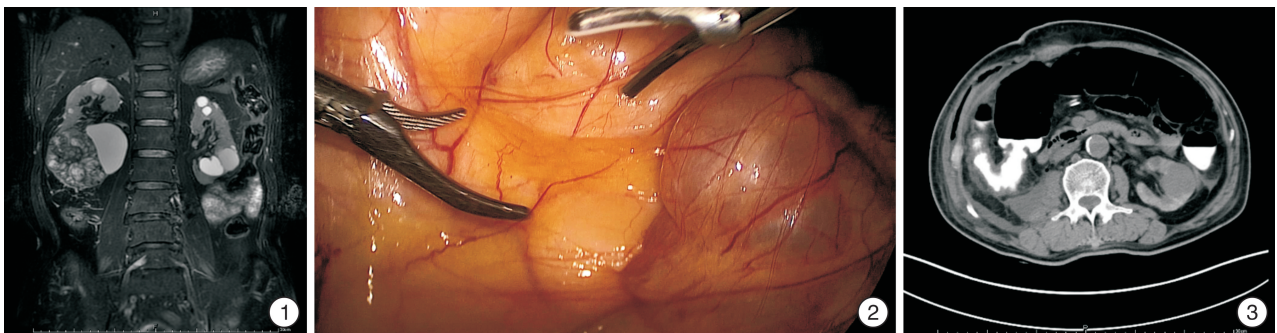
MRI示右肾中下极巨大肿块; 图2 术中腹腔镜下探查见十二指肠憩室完整; 图3 腹部CT示
